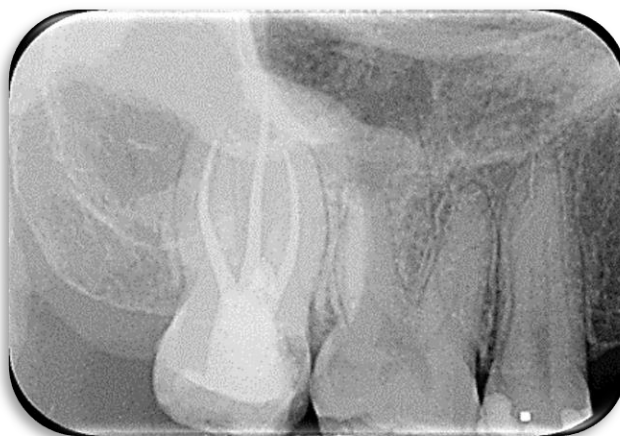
Radiografia de obturação. Fonte: os Autores.
